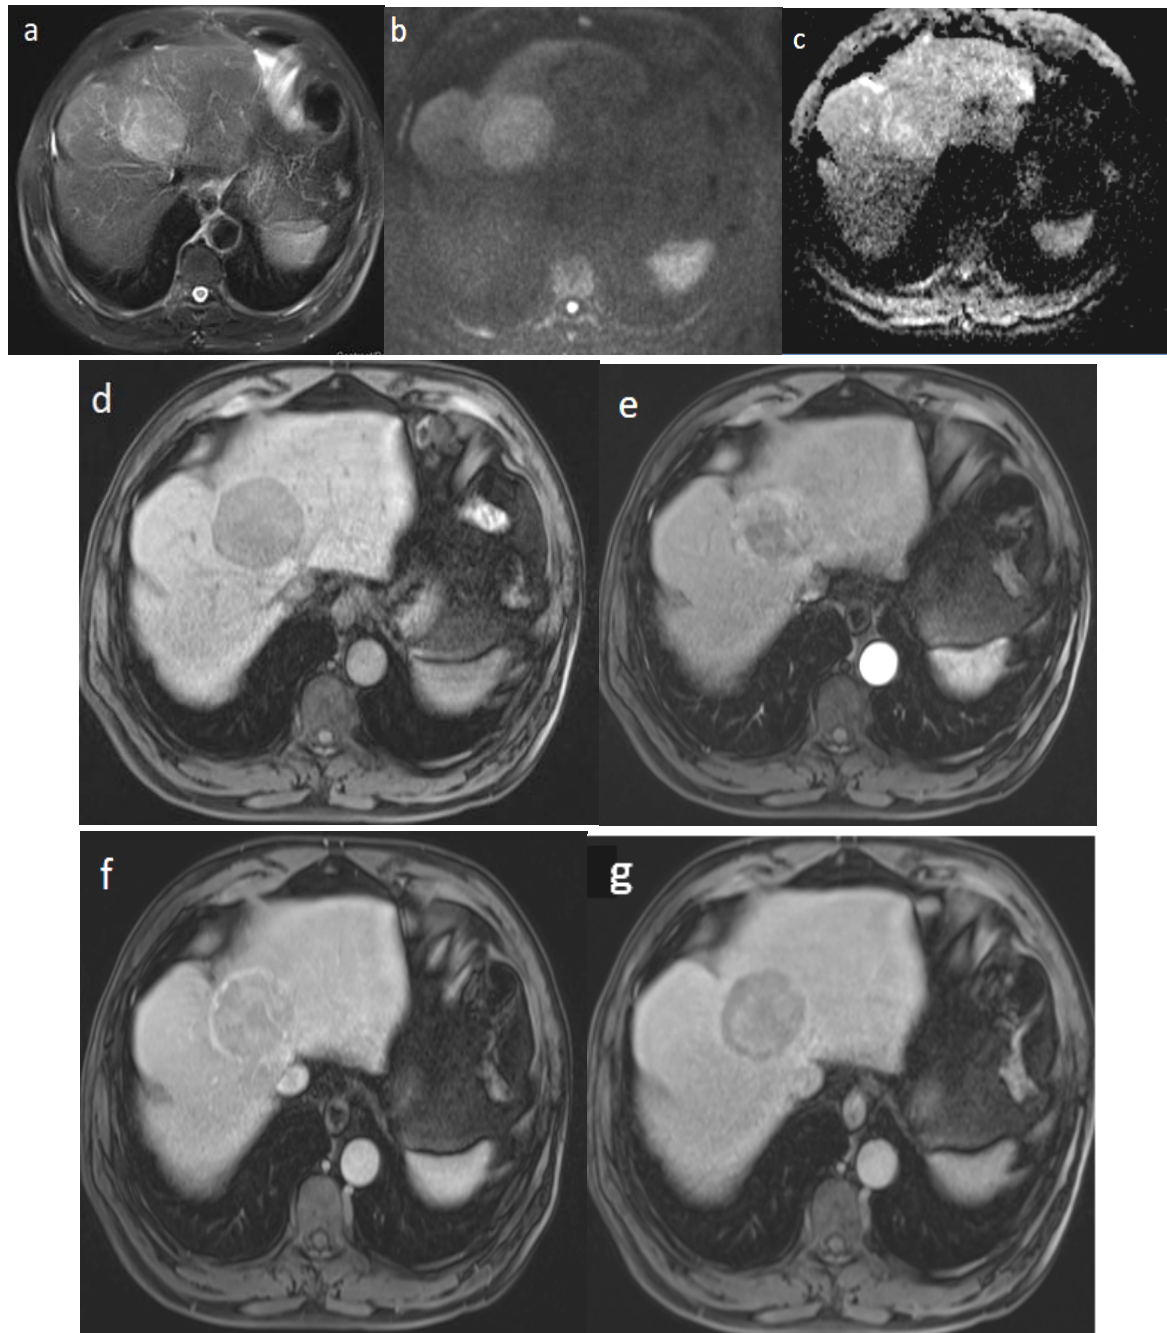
IRM hépatique montrant un CHC sur foie cirrhotique : Lésion nodulaire hépatique bien limitée, en hyposignal T1 (d), en hypersignal T2 et diffusion (a,b), sans restriction de l'ADC (c). Cette lésion se rehausse de façon intense en périphérie après injection de gadolinium avec Wash out au temps portal et tardif. On note une capsule périphérique en hyposignal T1 qui présente un rehaussement intense et persistant aux temps portal et tardif.
